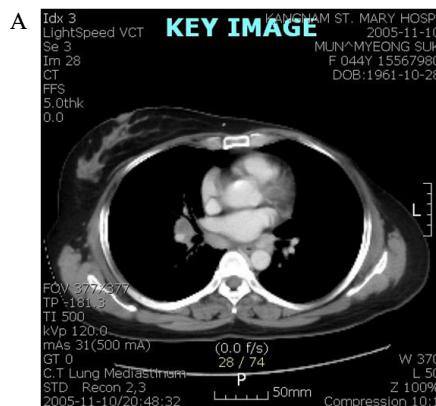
3B. On contrast enhanced chest CT, left breast is not visualized and conglomerated nodules with decreased attenuation are noted in left paratracheal mediastinum and right hilum.
